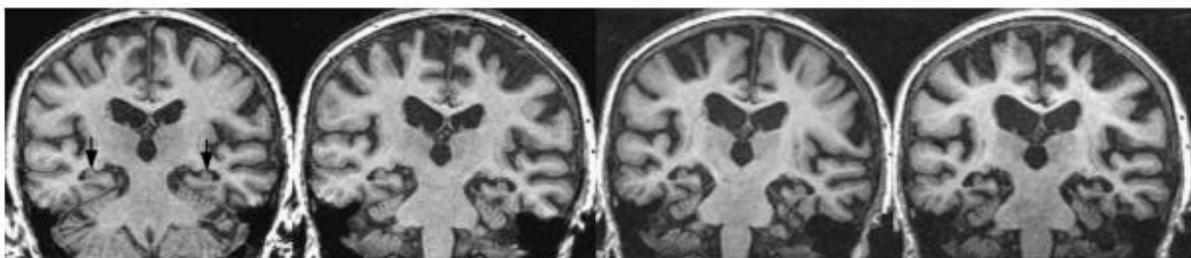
IRM ; progression de l'atrophie cérébrale au cours du temps chez un patient atteint d'une maladie d'Alzheimer. (Laure Saint, 2012, P.17)
